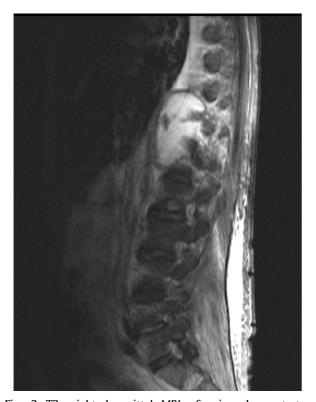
T2-weighted sagittal MRI of spine demonstrates destruction of T10, T 11, T12 bodies due to spinal tuberculosis and secondary to abscess formation.
